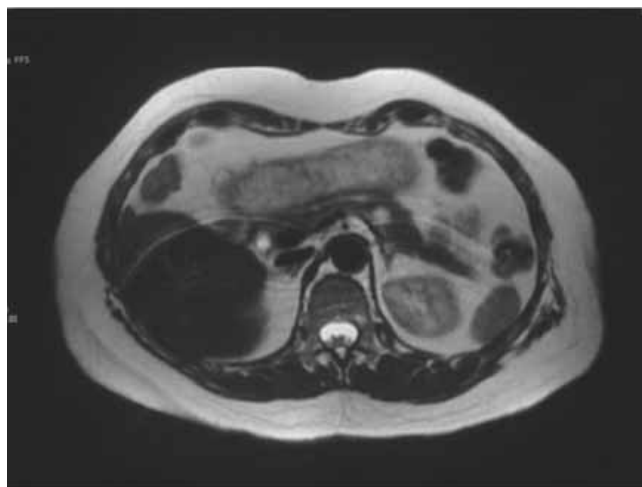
IRM de abdomen en secuencia T2. La lesión se observa hiperintensa mediante esta secuencia, sugiriendo un tumor vascularizado.
